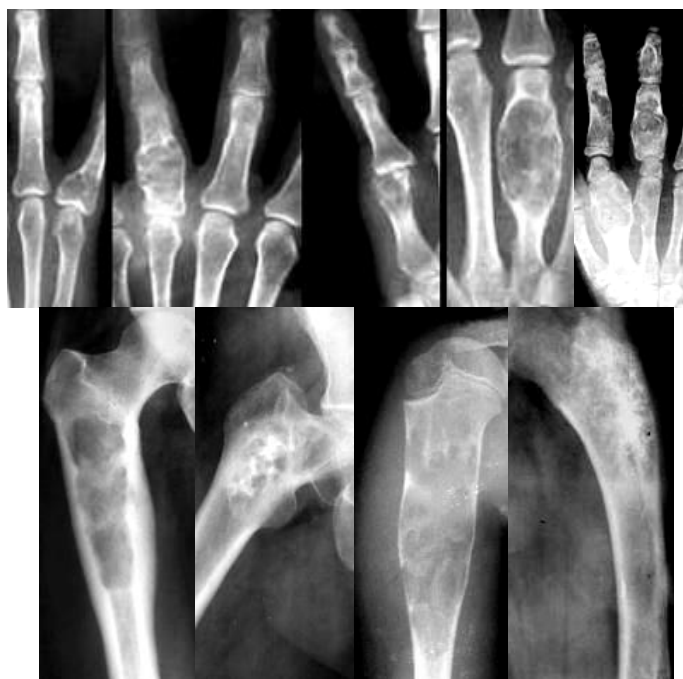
Варіанти енхондром Фрагменти рентгенограм у прямій і бічній проєкціях різних пацієнтів коротких і довгих трубчастих кісток – при цьому в коротких пухлини розташовуються в епіфізах і діафізах, а в довгих – у метадіафізарних зонах.
